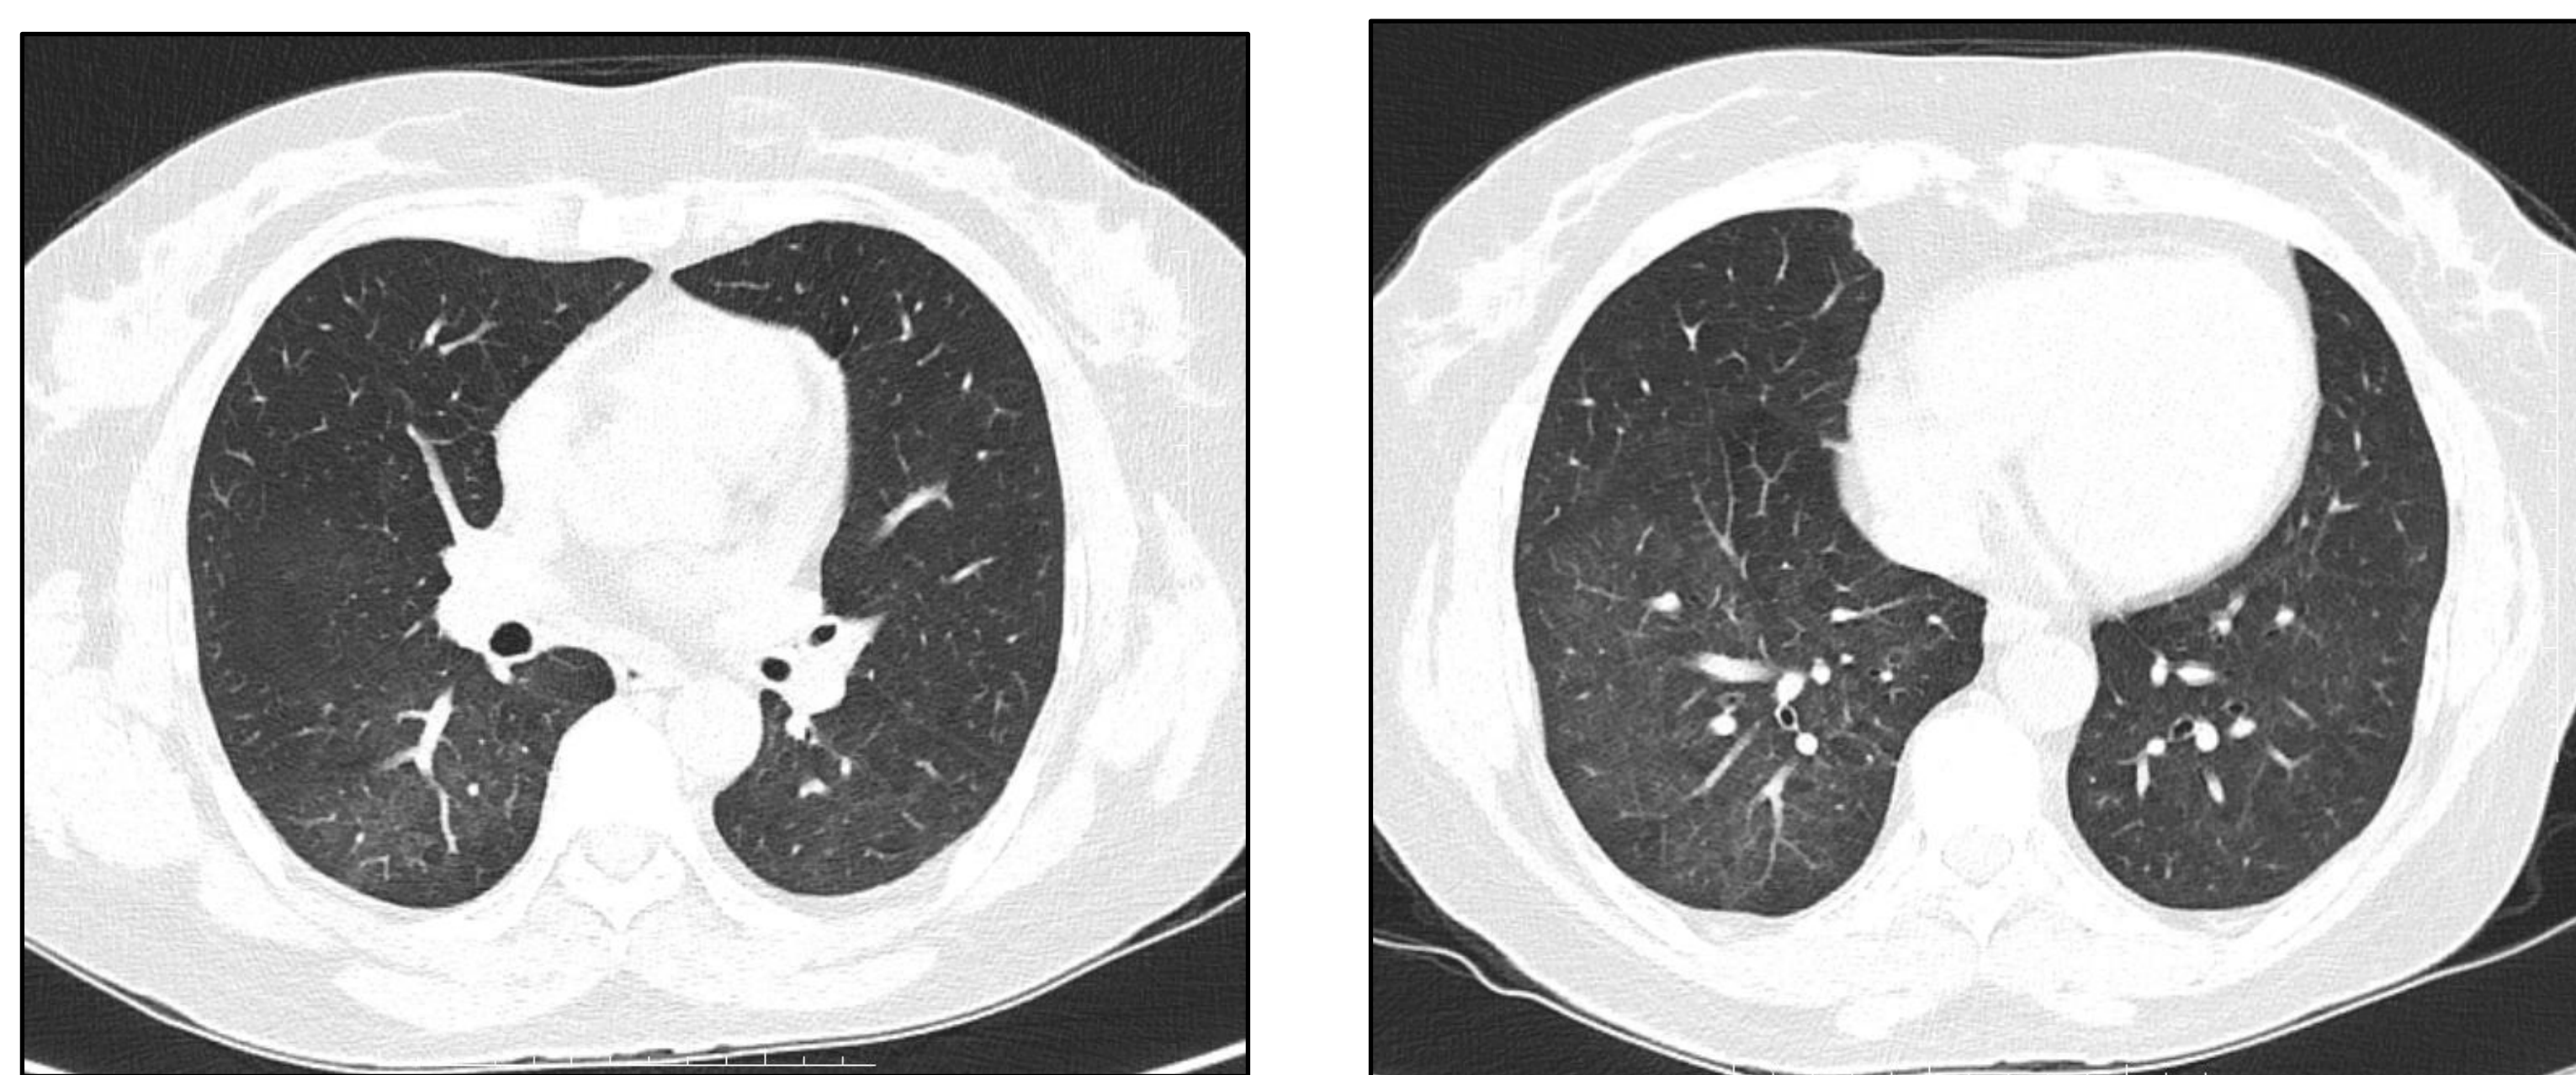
TC de tórax 1mês após alta hospitalar: resolução do infiltrado
